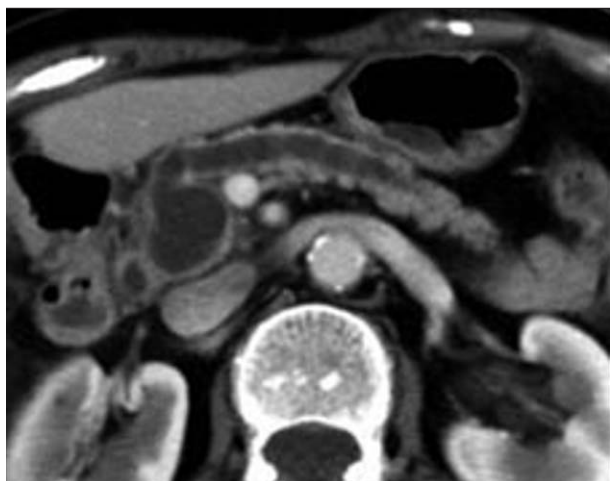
TIPMP avec atteinte mixte du canal principal et d'un canal secondaire. TDM. Le canal de Wirsung est dilaté. Dilatation kystique de 2 cm d'un canal secondaire dans la tête du pancréas.
